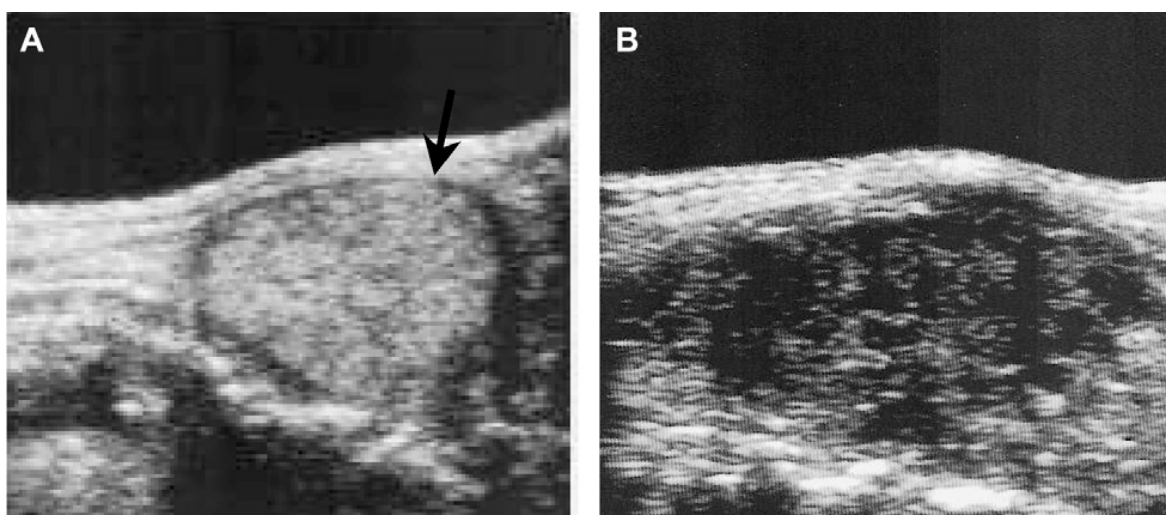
Exemple d'aspect échographique
